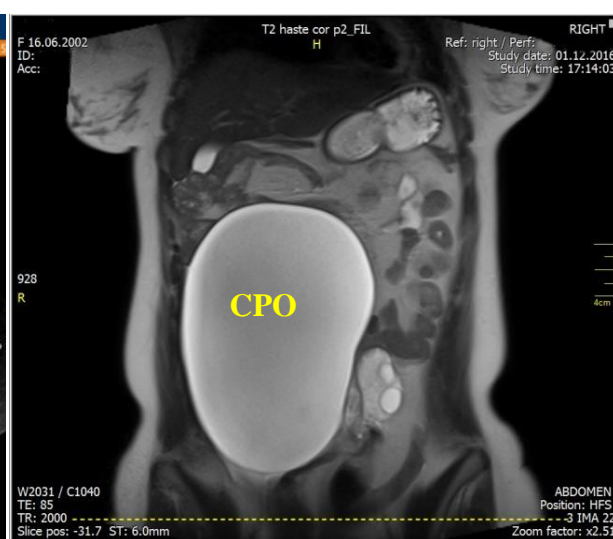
IRM T2W: CPO gigantic din stânga (20x15x8.5 cm) cu răspândire pe flancul drept al cavității abdominale
